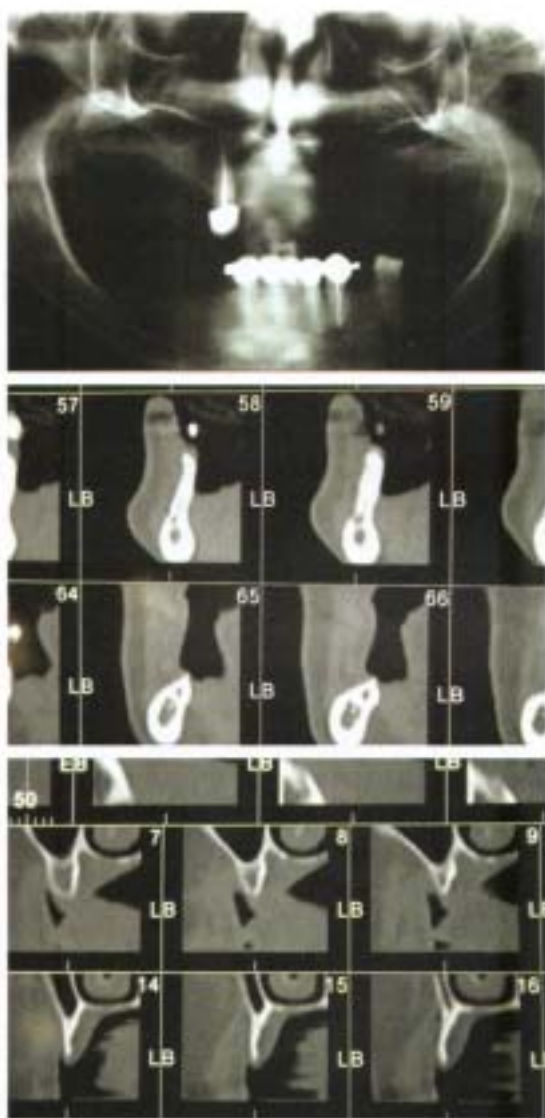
Examen imagistic preoperator: a – ortopantomogramă – nu se poate aprecia gradul atrofiei transversale; b,c – tomografie computerizată ce indică atrofia accentuată transversală atât la maxilar, cât și la mandibulă. (cazuistica Prof. Dr. J. Acero)
